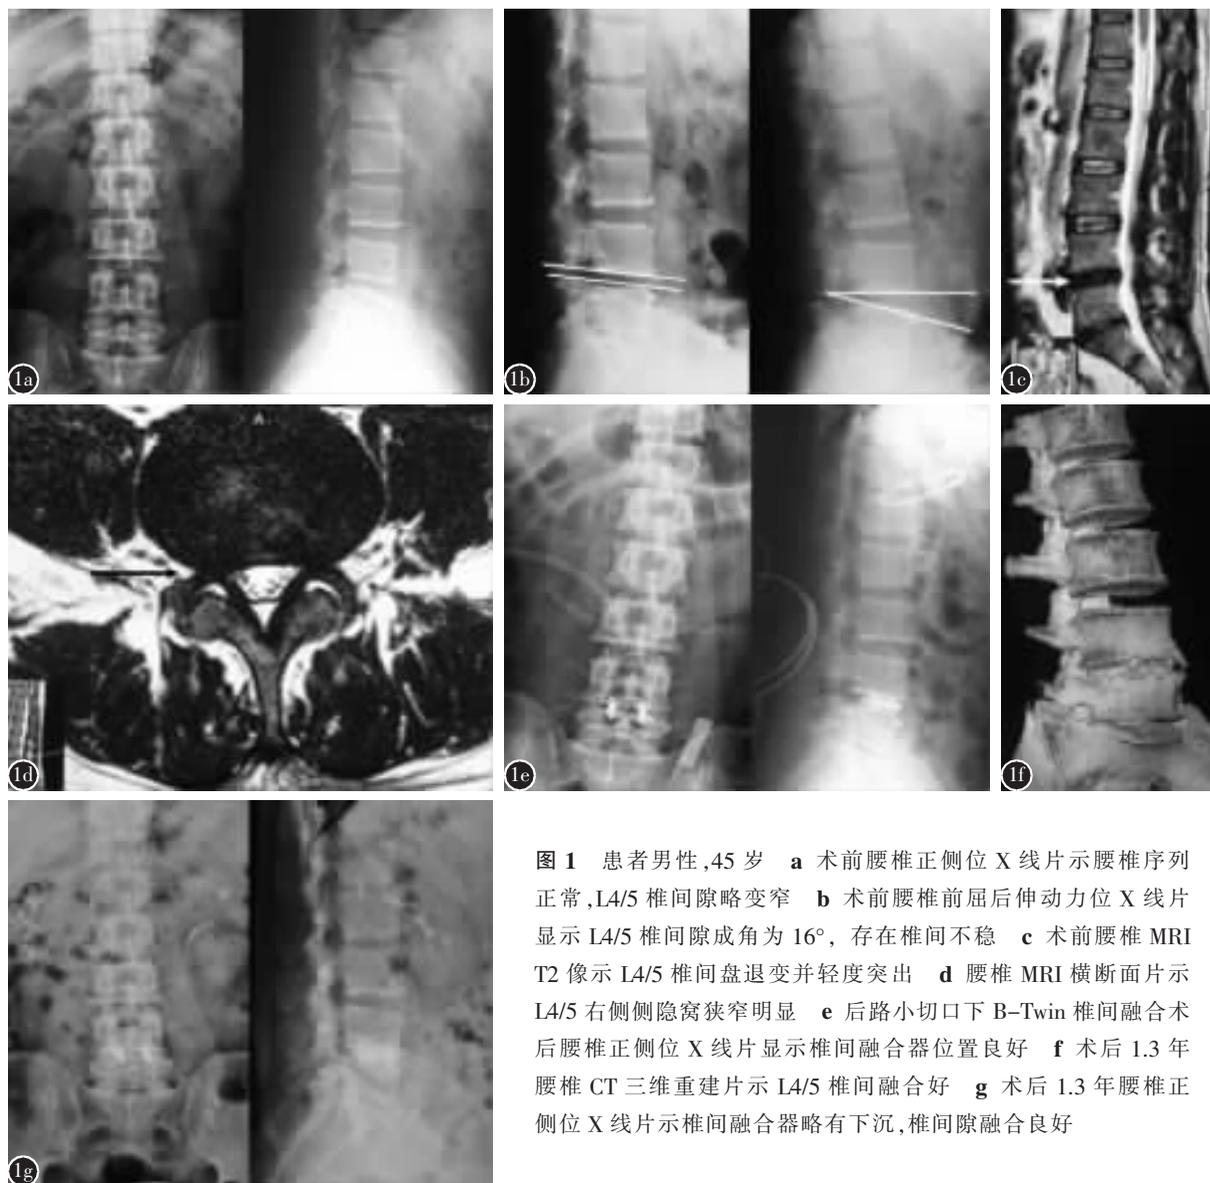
患者男性,45 岁 a 术前腰椎正侧位 X 线片示腰椎序列正常,L4/5 椎间隙略变窄 b 术前腰椎前屈后伸动力位 X 线片显示 L4/5 椎间隙成角为  $16^{\circ}$ , 存在椎间不稳 c 术前腰椎 MRI T2 像示 L4/5 椎间盘退变并轻度突出 d 腰椎 MRI 横断面片示 L4/5 右侧侧隐窝狭窄明显 e 后路小切口下 B-Twin 椎间融合术后腰椎正侧位 X 线片显示椎间融合器位置良好 f 术后 1.3 年腰椎 CT 三维重建片示 L4/5 椎间融合好 g 术后 1.3 年腰椎正侧位 X 线片示椎间融合器略有下沉,椎间隙融合良好
